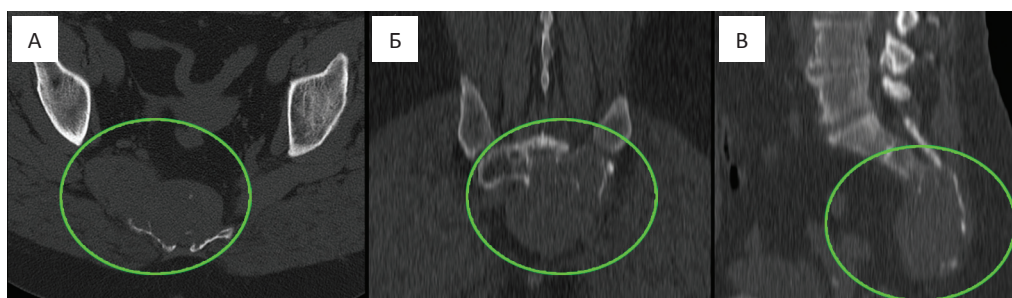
А, Б, В: КТ. Аксиальная, корональная и сагиттальные проекции. В области S3-Co2 позвонков определяется крупная эксцентричная опухоль с мягкотканым компонентом, вызывающая субтотальную деструкцию указанных позвонков. В толще опухоли отмечаются два неправильной формы участка обызвествления
